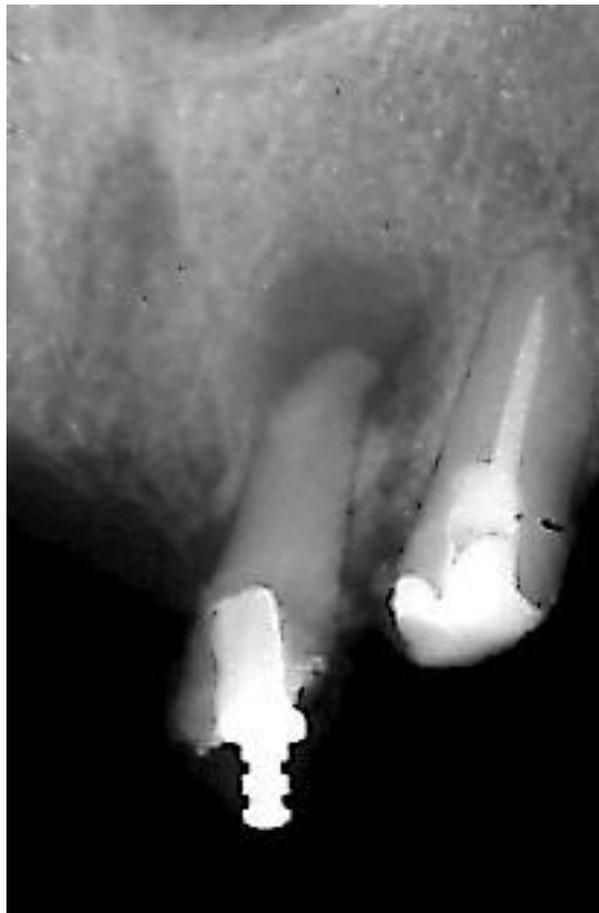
Radiografía retroalveolar periapical con lesión radiolúcida compatible con granuloma periapical. (Fuente: <http://patoral.umayor.cl/patoral/?p=1848>)
